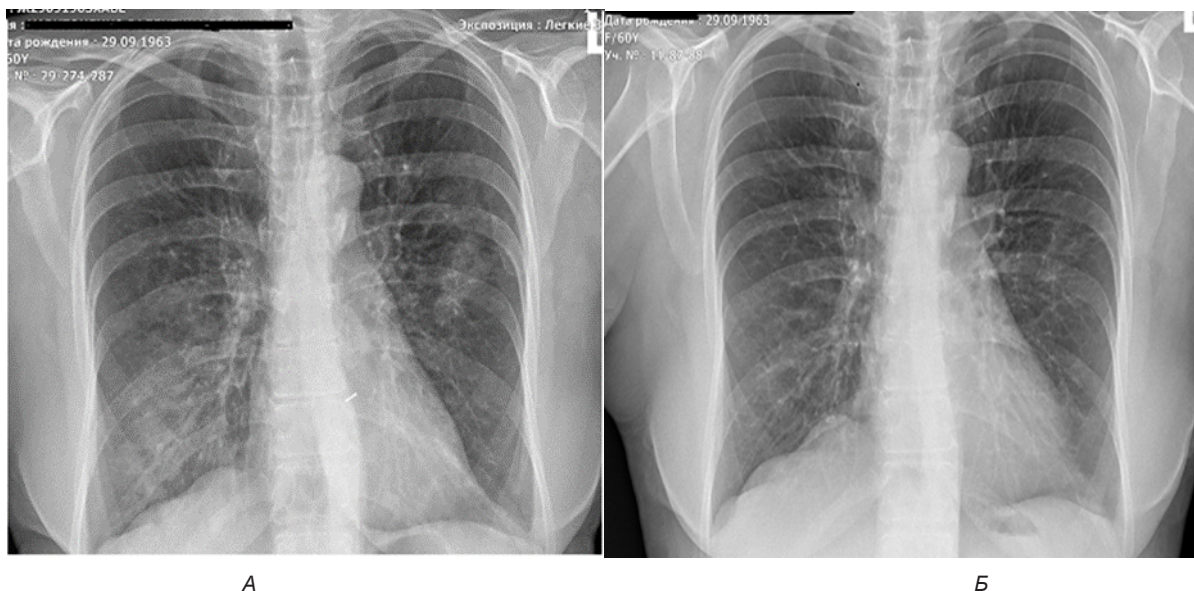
Рентгенография органов грудной клетки при поступлении (А), после двенадцати дней проведенного лечения (Б)
